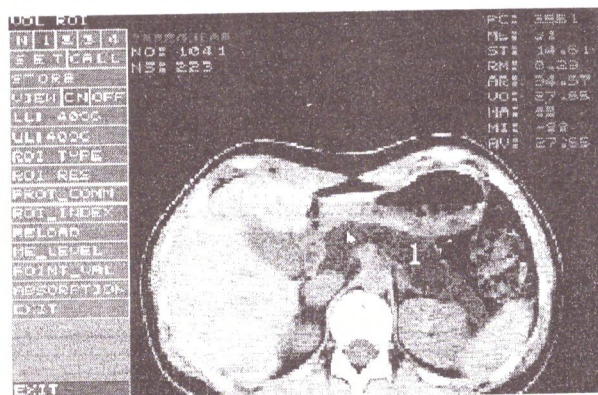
Активное окно ПЭВМ с интерфейсом независимой сервико-диагностической системы в режиме определения объема интерактивно контурированной поджелудочной железы (1) на компьютерно-томографическом срезе.
